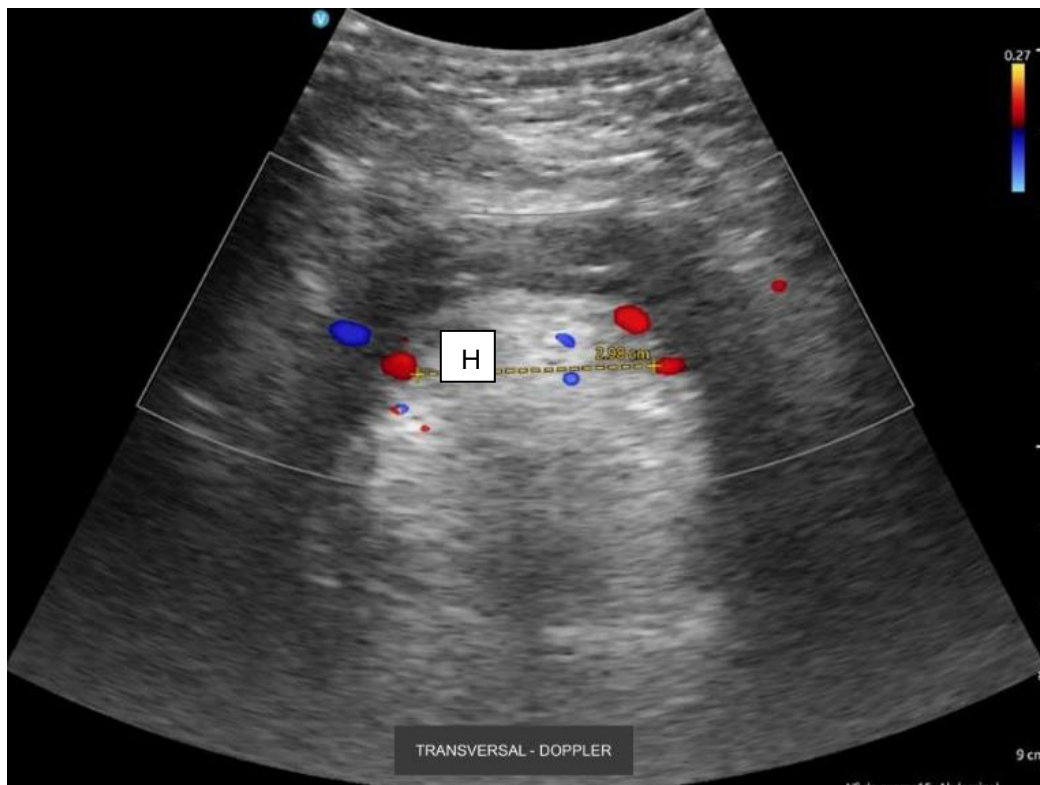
Exemplo imagem ultrassonográfica no plano transversal com Doppler Colorido. H, distância entre as artérias linguais, marcadas em vermelho.
